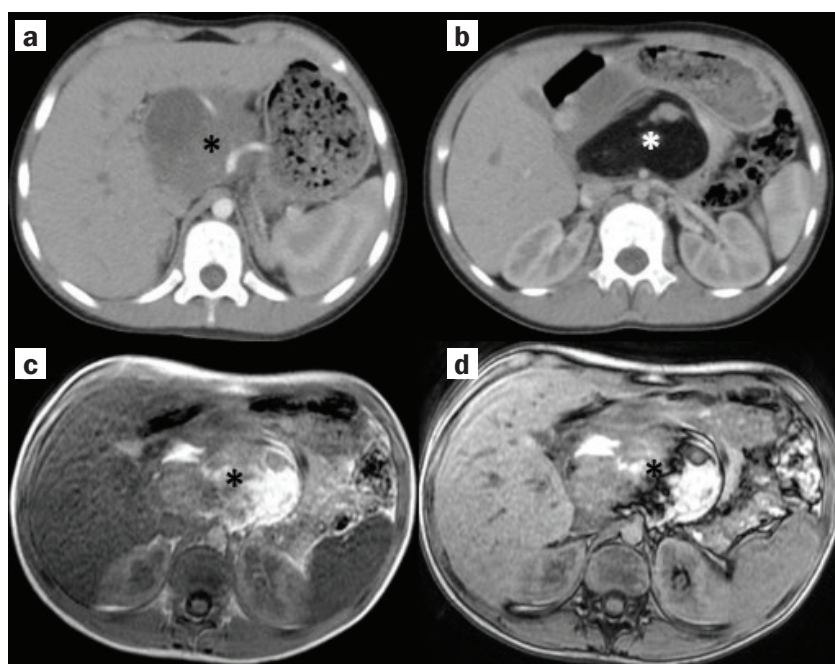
Пацієнт із жиром в ПЗ (*), на КТ (а, b), із щільним компонентом та панкреатобластомою. На синфазних (c) та протифазних (d) зображеннях відсутнє зниження амплітуди сигналу через наявність мікроскопічного жиру
